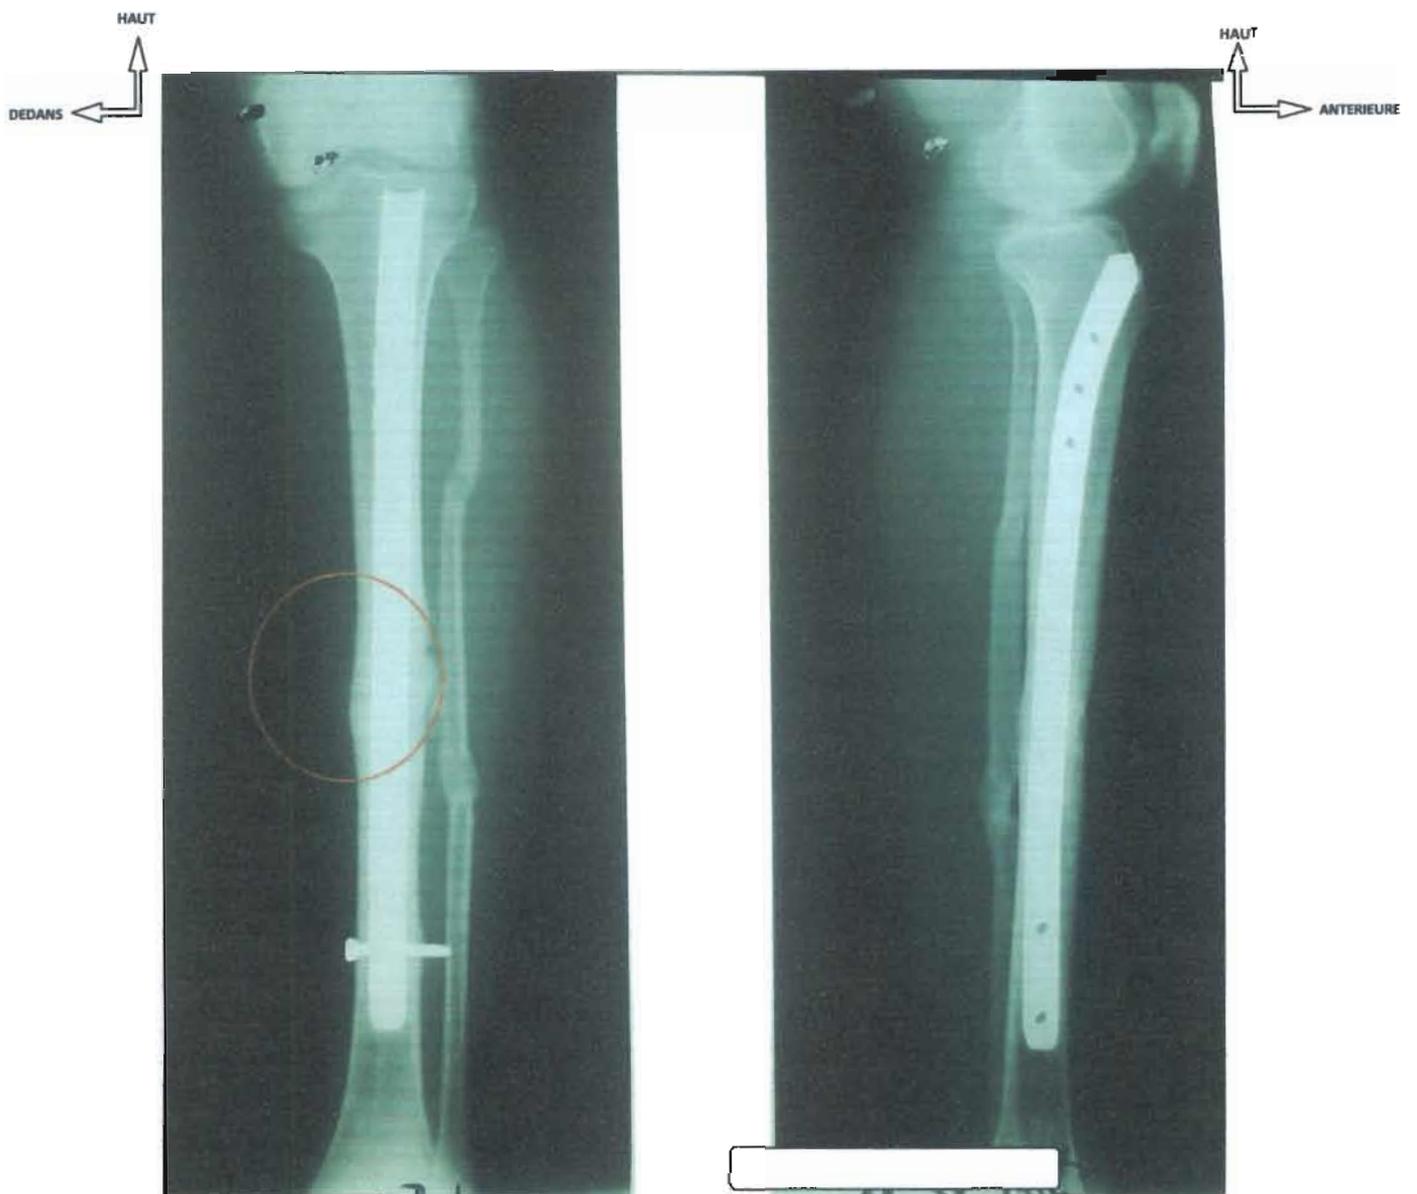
Radiographie de face et de profil des deux os de la jambe gauche après la consolidation de la fracture.
